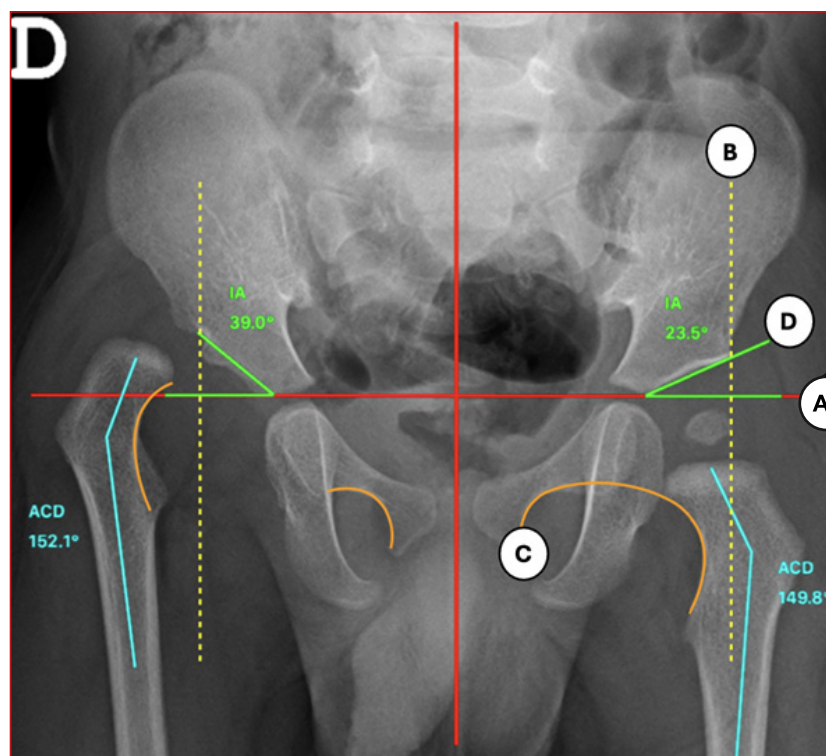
Radiografía simple de DDC derecha.
